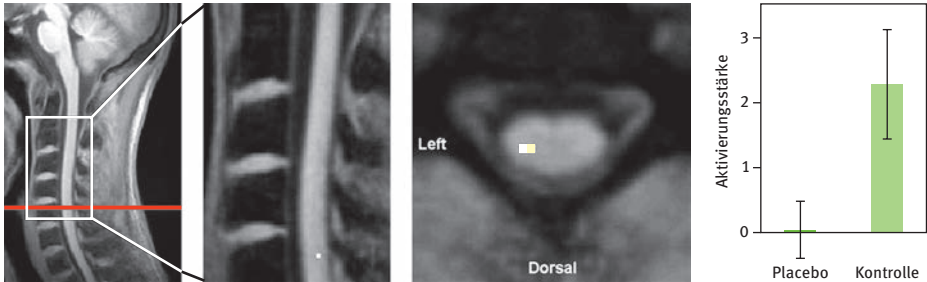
Rückenmarksbildgebung der Placeboanalgesie. In dieser Studie wurden nozizeptive Rückenmarksantworten mittels fMRT untersucht. Die schmerzhaften Hitzereize wurden am linken Unterarm (Dermatom C6) appliziert – sowohl unter einer Kontrollbedingung als auch unter einer Placebobedingung, in welcher eine vermeintlich schmerzlindernde (aber in Wirklichkeit wirkungslose) Creme aufgetragen wurde. Ganz links ist ein medialer MRT-Sagittalschnitt zu sehen. Die zwei nächsten Abbildungen zeigen vergrößert einen Sagittal- und einen Transversalschnitt desselben Bildes, nun aber mit dem fMRT-Signal darübergerlegt (die rote Linie zeigt die Schnittebene für den Transversalschnitt an) – die Aktivierung auf die Schmerzreize ist im spinalen Segment C6 im ipsilateralen Hinterhorn zu beobachten. Ganz rechts ist die Aktivierungsstärke unter der Placebo- und der Kontrollbedingung zu sehen – unter Placebo ist sie signifikant geringer ($p < 0,05$). Mit freundlicher Genehmigung aus Eippert et al. (2009b).
